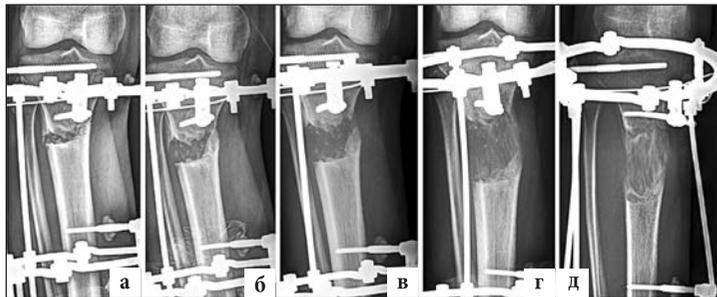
Рентгенограммы правой голени пациента 27 лет, которому с целью увеличения роста удлиннили обе голени на 7 см, а также исправили варусную деформацию.
